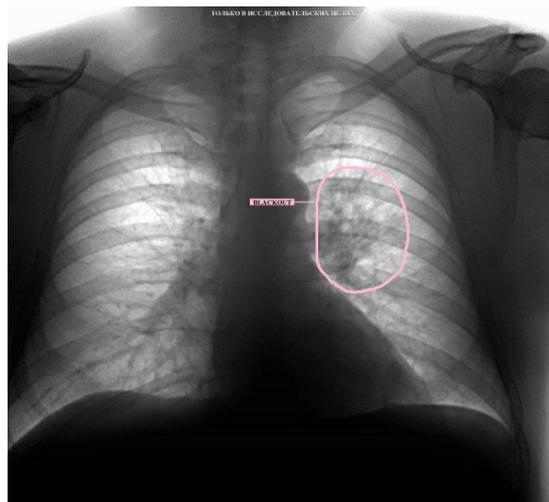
Пример работы программного обеспечения на основе технологии искусственного интеллекта. Цветной контур – результат работы представленного программного обеспечения, выделена область с рентгенологическими признаками левосторонней верхнедолевой пневмонии
